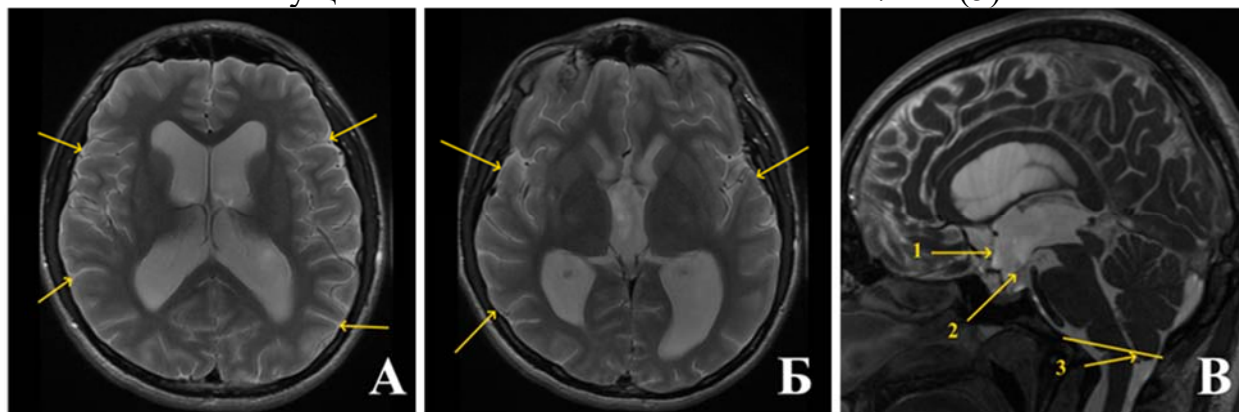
МРТ головного мозга с Г2а через 1 год после операции. А, Б – боковые и III желудочки мозга уменьшились, САП-К расширились и стали четко прослеживаться (указано стрелками). В – форма III желудочка стала нормальной, инфундибулярный карман принял нормальные очертания (1), ПММ вернулась в нормальное положение, в дне III желудочка определяется дефект и по нему определяется артефакт от пульсации ликвора (2), миндалины мозжечка подтянулись и стали расположены на 1 мм ниже линии McRae (3)
